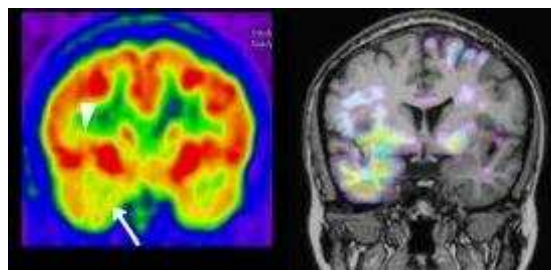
A gauche : examen interictal en TEP montrant un hypométabolisme de la zone épileptique (flèches). A droite : superposition des zones ayant un hypométabolisme significatif sur une IRM anatomique. Figure extraite de (Cho et al., 2007).
